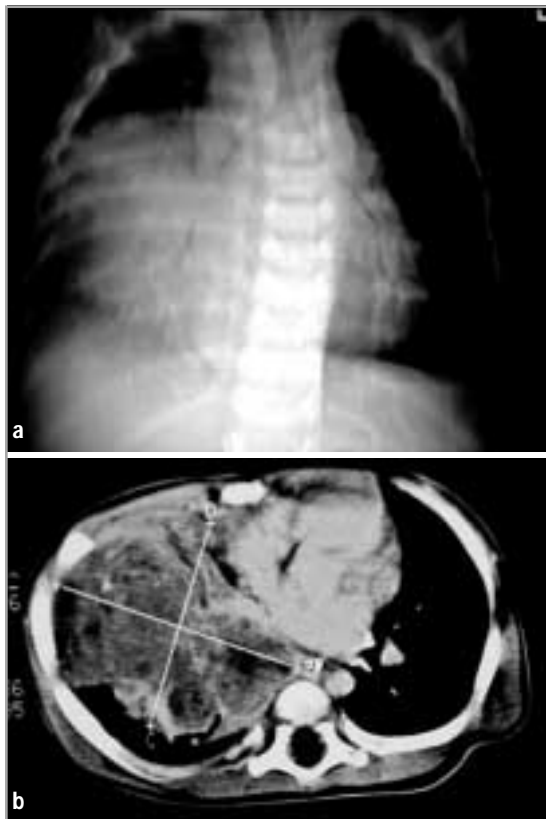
Pneumoblastoma del polmone destro. L'aspetto radiografico è simile a quello di una polmonite (a); la TC definisce meglio la lesione espansiva (b).
